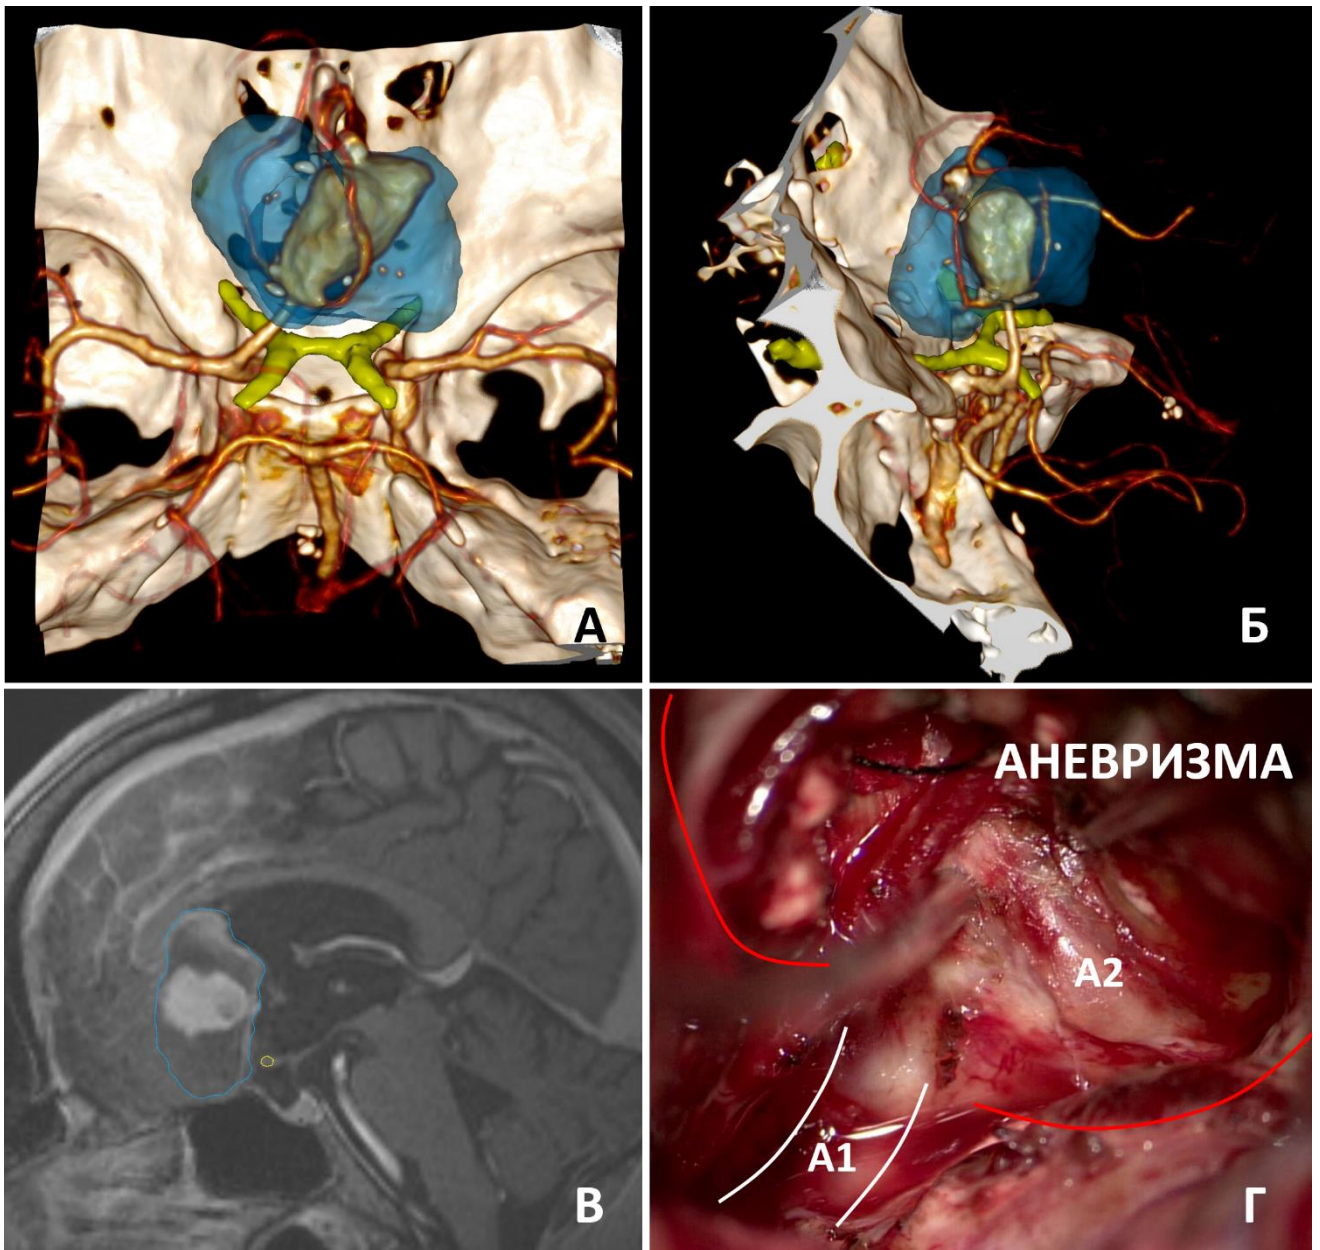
Укрепление стенки гигантской частично тромбированной аневризмы после неудавшихся попыток клипирования. А, Б – сегментация тромбированной части (синим цветом) и зрительных структур (желтым цветом); В – вид аневризмы на МРТ с контрастом в режиме Т1 (сагиттальный срез); Г – интраоперационное фото, правый А2 сегмент на протяжении включен в стенку тромбированной аневризмы
